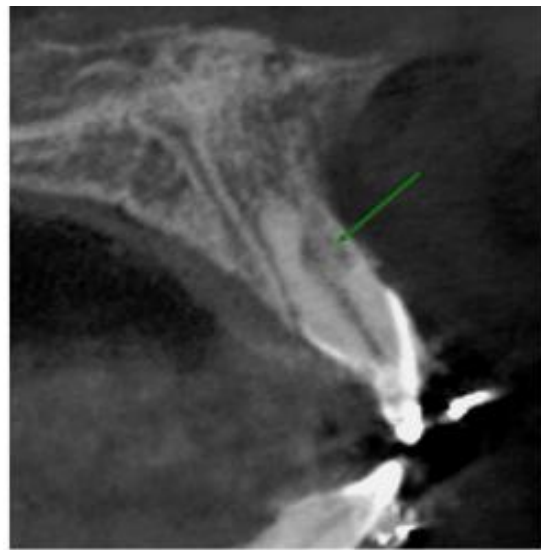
Caso post trauma en la que se observa reabsorción radicular externa. (Tomografía computarizada cone beam en endodoncia)
